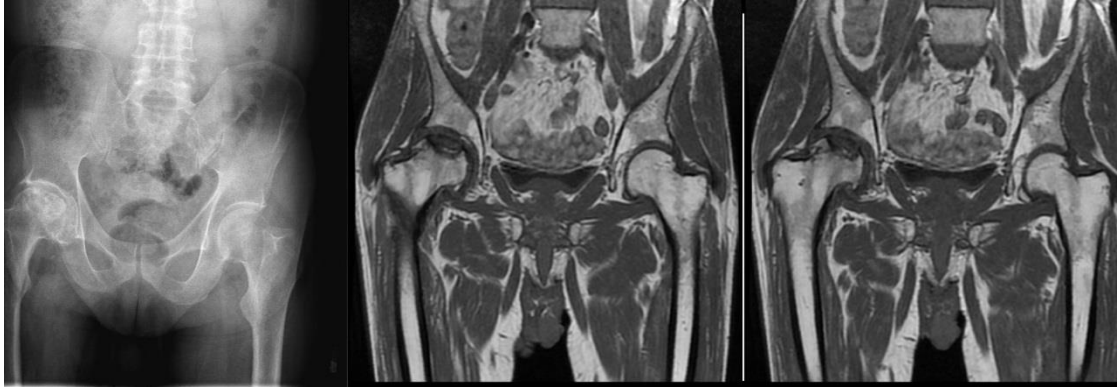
Ficat Arlet evre 1, X-ray ve MR görüntüleri
